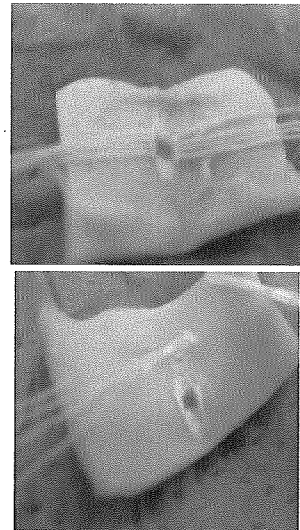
ESPA、レベル3、3秒の超音波振動（左：外壁側、右：内壁側）
